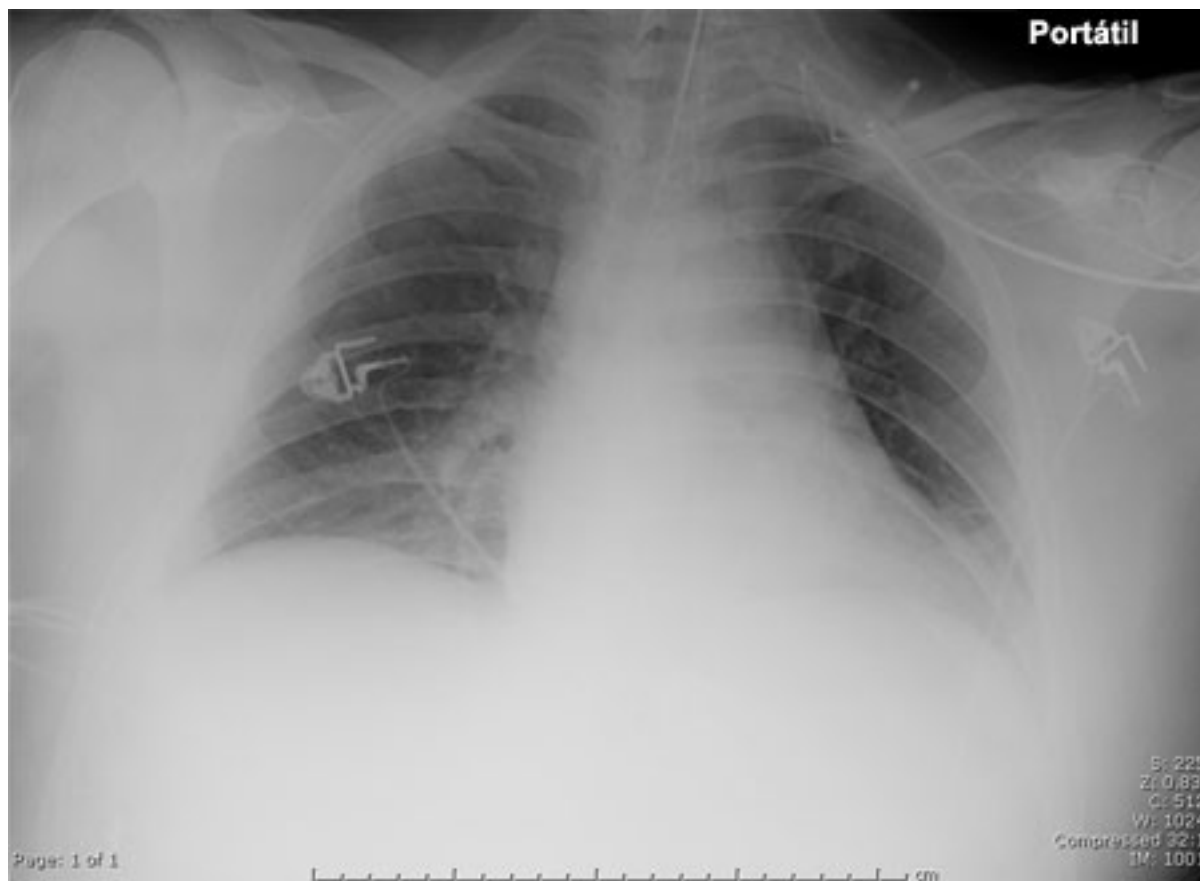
Radiografia torácica portátil de paciente com pneumonia hospitalar. Observe a cúpula diafragmática esquerda obscurecida por causa de opacidade no lobo inferior esquerdo e uma borda cardíaca obscurecida devido a opacidade no lobo superior esquerdo ou na língua pulmonar
